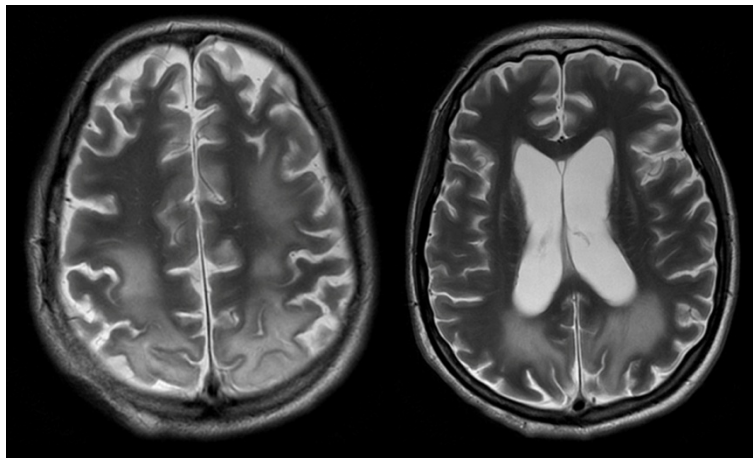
МРТ головного мозга пациентки Б. (описание в тексте)
